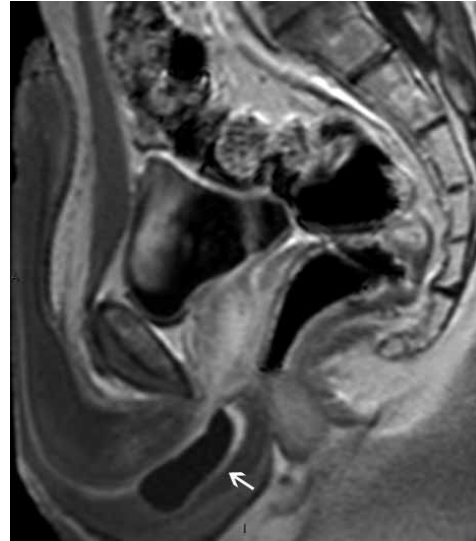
RM de pelvis, corte sagital T1 con inyección de Gadolinio, donde se puede observar el tenue realce de la pared del quiste (Flecha Curva).
